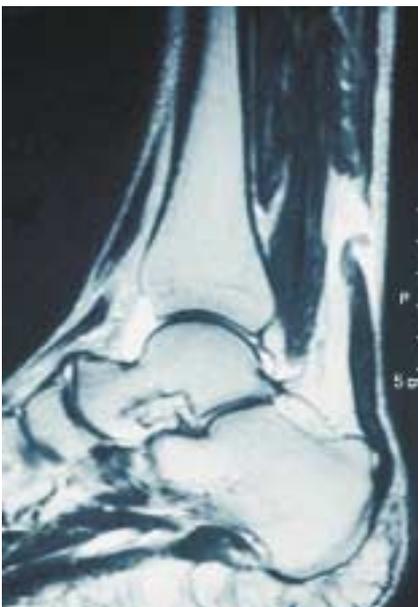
Achillessehnenruptur im MRT
